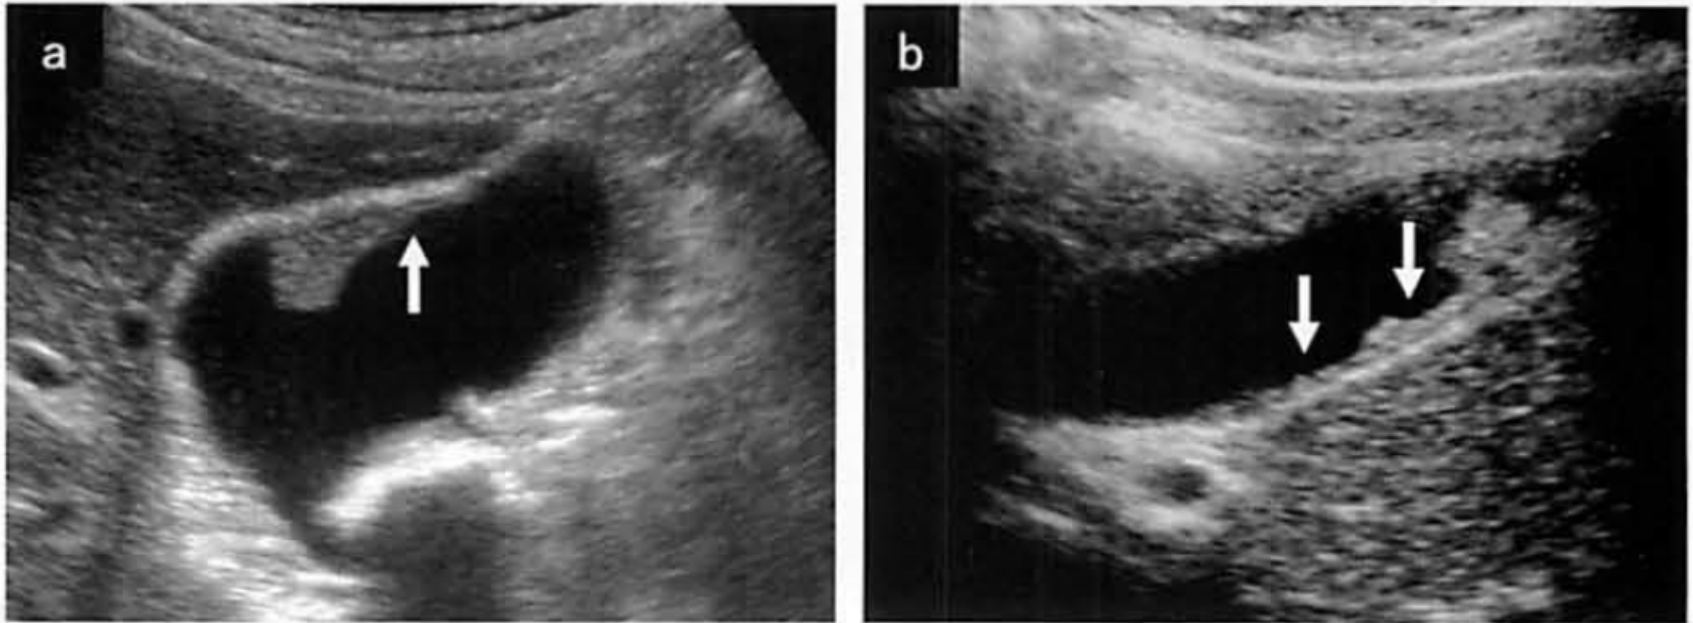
内側低エコー層の肥厚所見. 広基性隆起性病変の周囲に丈の低い内側低エコー層の肥厚 (↓) を伴う (いずれも胆嚢癌)
